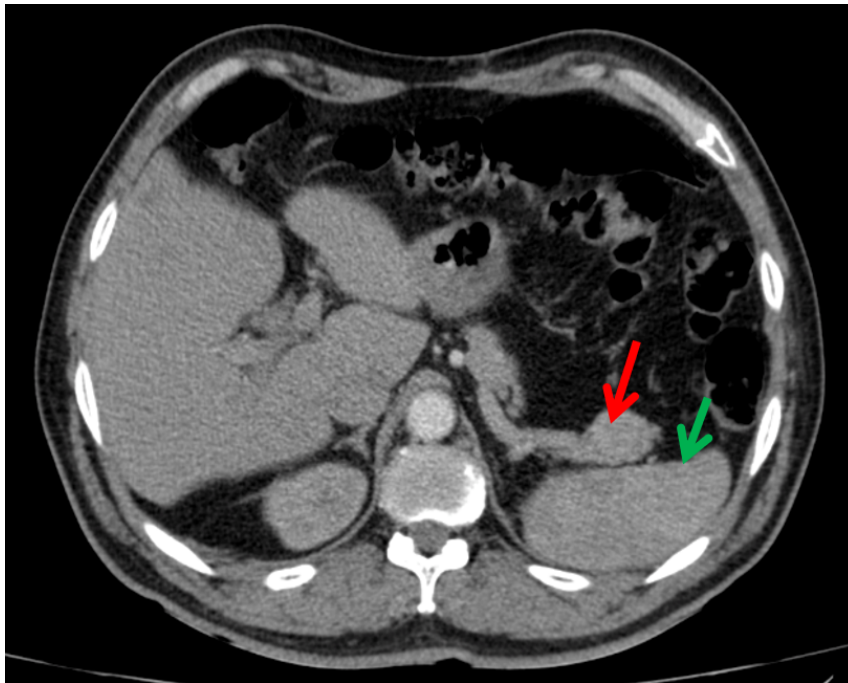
TC do abdome superior em plano axial, pós-contraste na fase arterial, exibindo imagem nodular na cauda pancreática (seta vermelha) adjacente com realce semelhante ao baço (seta verde) e alta atenuação quando comparada ao pâncreas.
